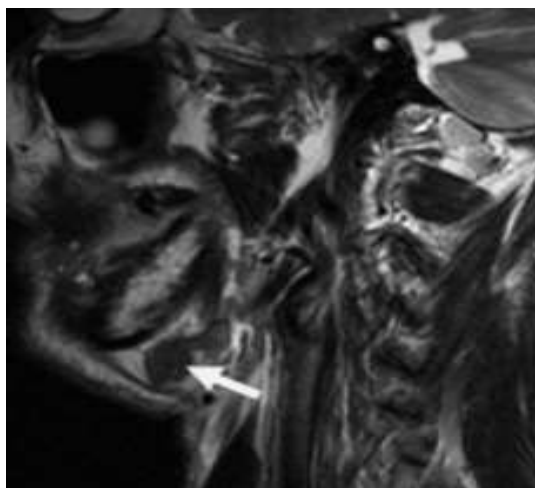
Пациент П., 68 лет. МРТ полости рта, ротоглотки в коронарной проекции. Выявляется увеличенный подчелюстной лимфатический узел округлой формы, неоднородной структуры (стрелки)
